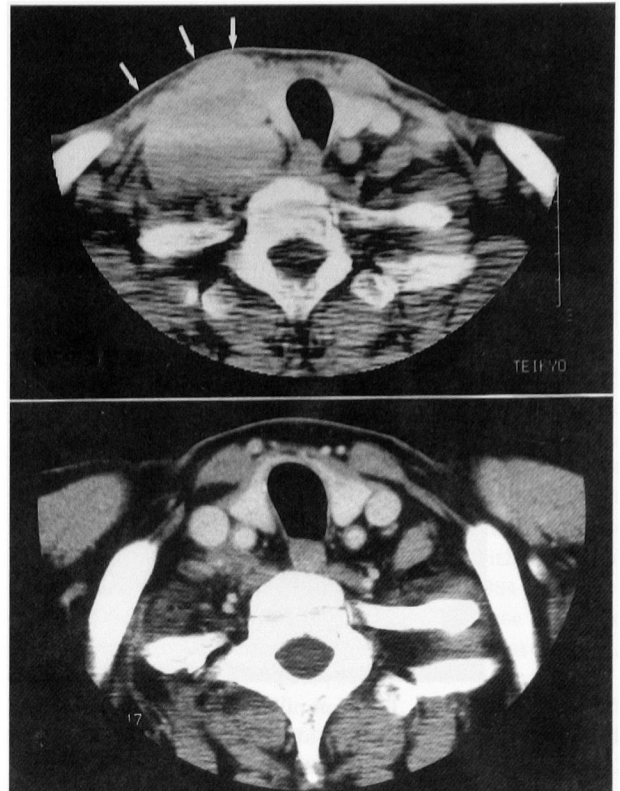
CT scan of the neck. A large lymph node metastasis seen before treatment (upper film) is markedly reduced in size after treatment (lower film).
